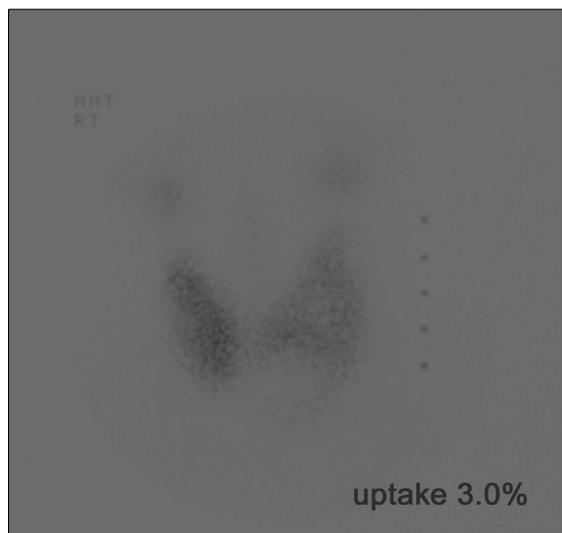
Thyroid scintigraphy of 53 year-old female patient (No #6 in Table 1) showing irregular uptake and cold nodule at the left lower pole.
